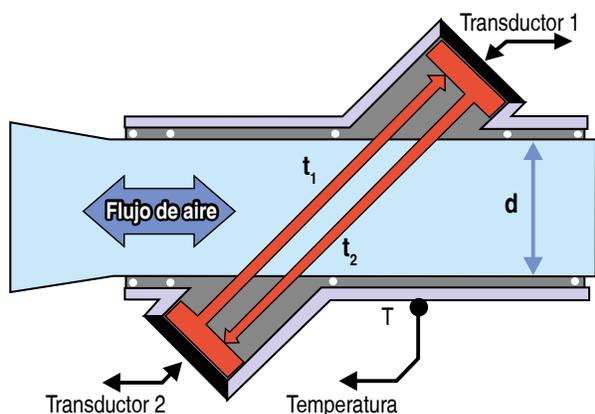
Sensor de flujo de tecnología ultrasónica, compara tiempos de tránsito de la señal de ultrasonido corriente arriba y abajo. A mayor diferencia del tiempo en tránsito, más flujo (no influye temperatura, humedad o composición del aire).
